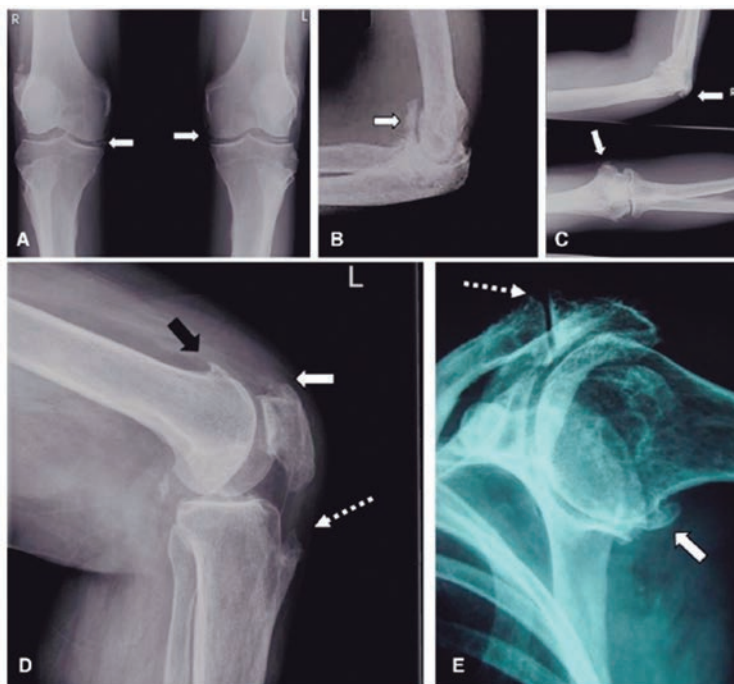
Hiperostose esquelética idiopática difusa (DISH) – lesões extraespinhais em radiografia.
